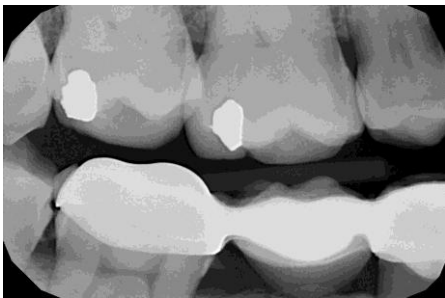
Radiografía de aleta de mordida del 1º y 4º cuadrante. Fig. 3: Radiografía de aleta de mordida del 2º y 3º cuadrante.
